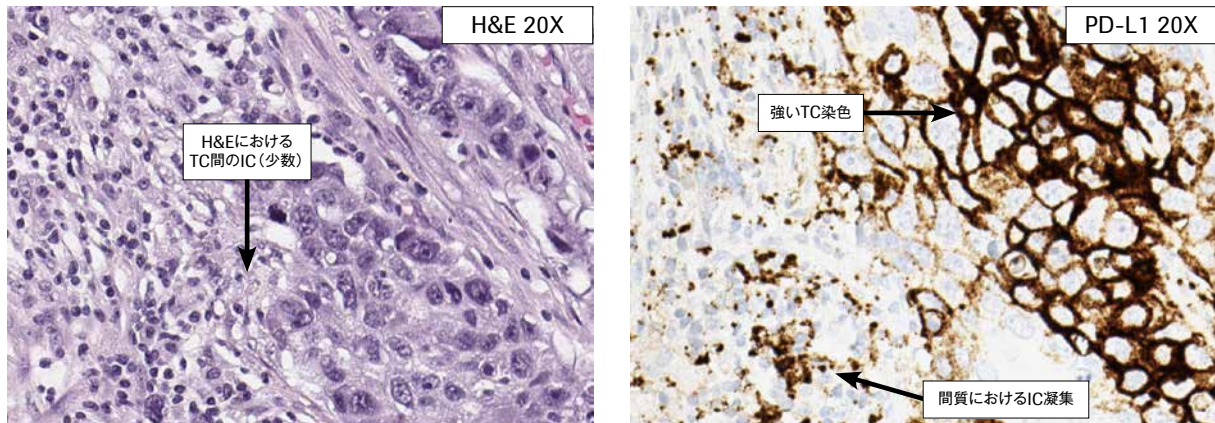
TCは細胞膜への強い染色性を示し、H&Eでは腫瘍細胞間に数少ないICを認める。
